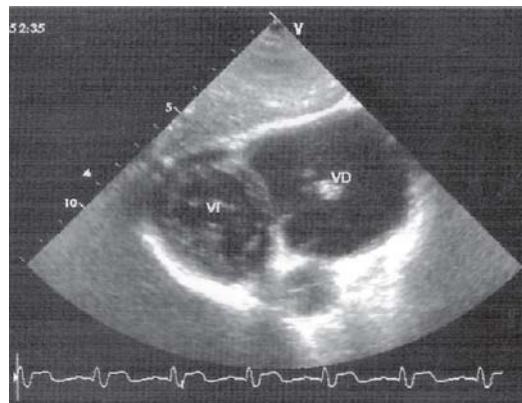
Ecocardiografía. Eje corto subcostal. Ventrículo derecho dilatado con ausencia de músculo en la pared libre.
